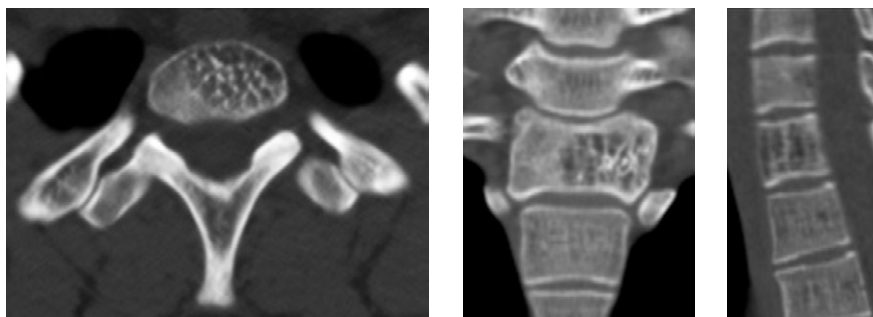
КТ-сканы позвонка Th<sub>1</sub> пациентки В. до операции
